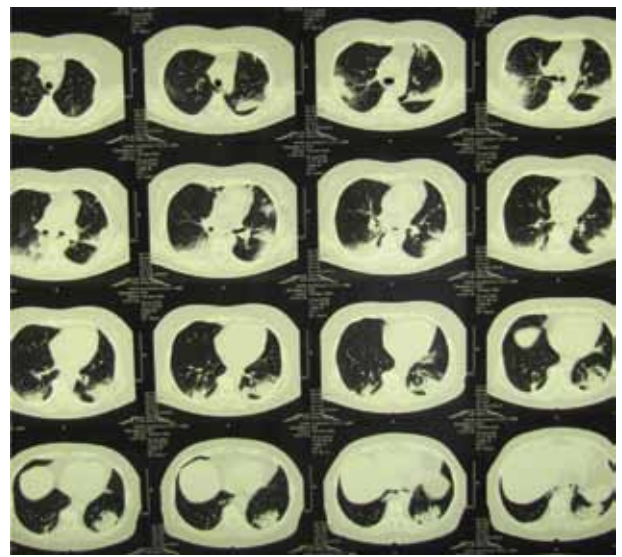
КТ ОГК 2 июля 2010 г. Множественные участки уплотнения легочной ткани в верхних, средних и нижних отделах обоих легких
